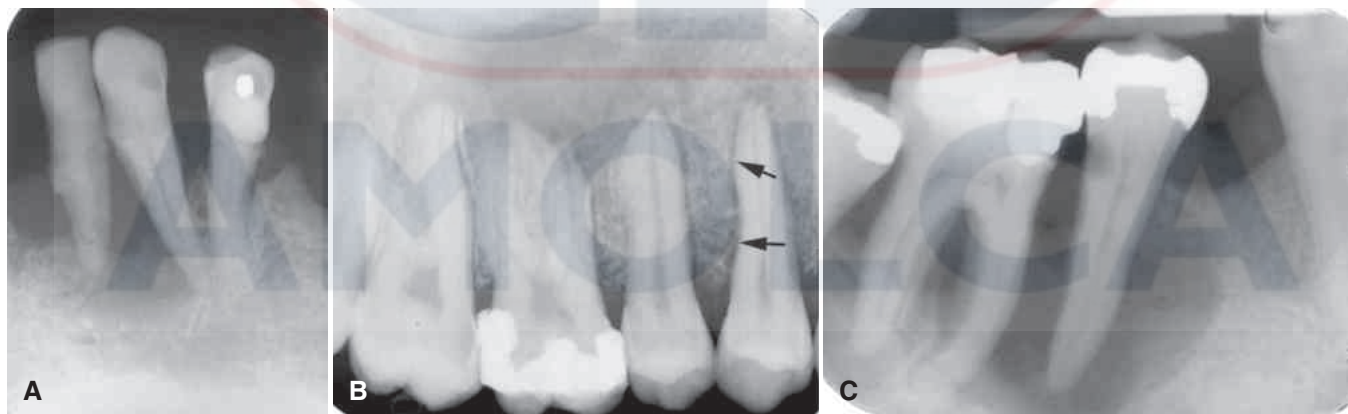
(A) Imagen periapical de un caso de carcinoma de células escamosas que afecta al proceso alveolar de la mandíbula. Obsérvese la destrucción ósea irregular. (B) Imagen periapical de una neoplasia maligna que se extiende desde el seno maxilar hasta el proceso alveolar e invade el espacio del ligamento periodontal de los dientes adyacentes. Obsérvese el ensanchamiento irregular (*flechas*) y la pérdida de lámina dura. (C) Imagen periapical de histiocitosis de células de Langerhans que muestra una lesión con destrucción del proceso alveolar. Obsérvese el epicentro localizado en la región media de la raíz en lugar de la cresta alveolar, como se observa en la enfermedad periodontal.
